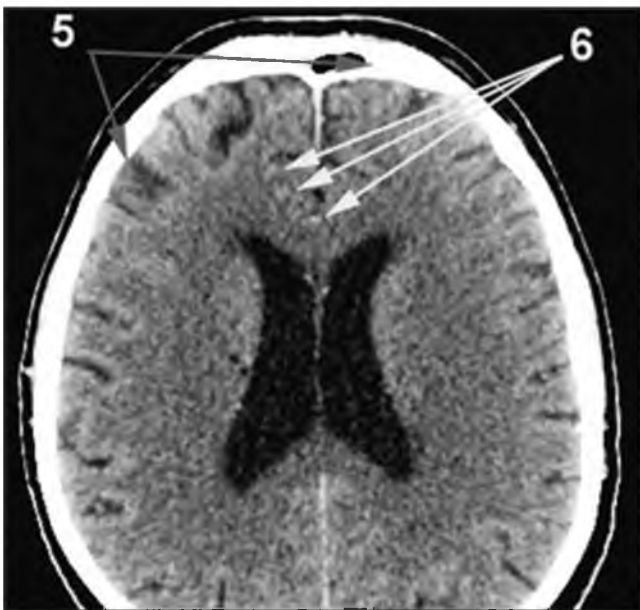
Тот же пациент К. КТ головного мозга через 3 года после начала консервативного лечения: 5. дальнейшее нарастание инволютивных изменений; 6. множественные мелкие кальцификаты в проекции передних мозговых артерий.
